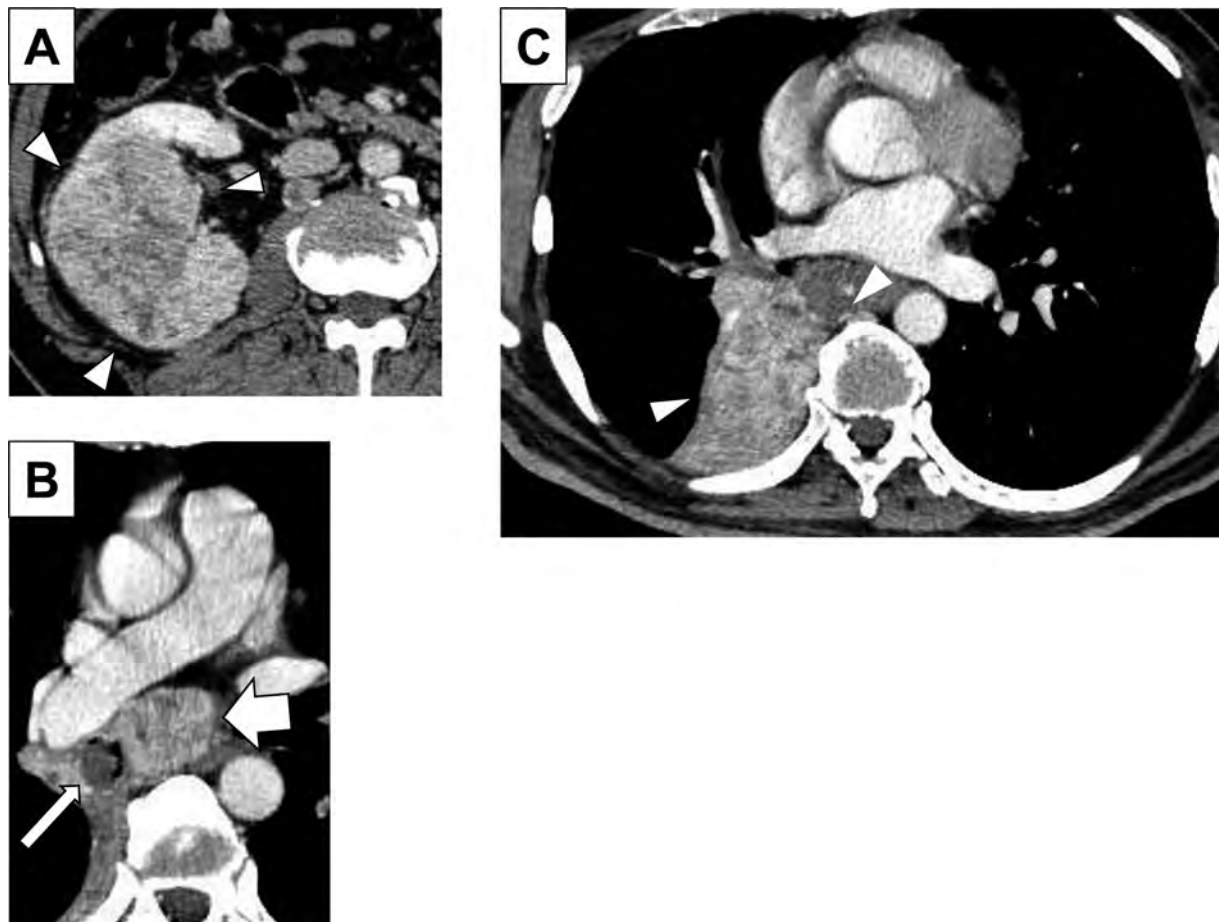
Contrast-enhanced computed tomography imaging at baseline. (A) Arrowheads indicate the right renal tumor. (B) Mediastinal lymph node metastasis (thick arrow) and endobronchial metastasis (thin arrow). Note that endobronchial metastasis was causing obstruction of the lower bronchus. (C) Obstructive atelectasis of the lower lobe of the right lung (arrowheads).
